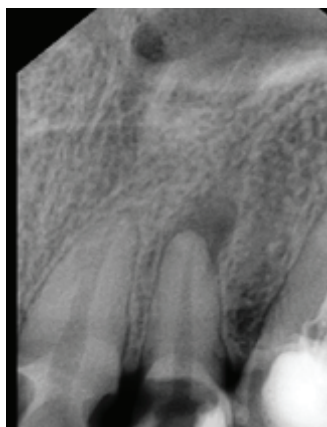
Рентгенологический снимок 2.1 зуба до эндодонтического лечения
